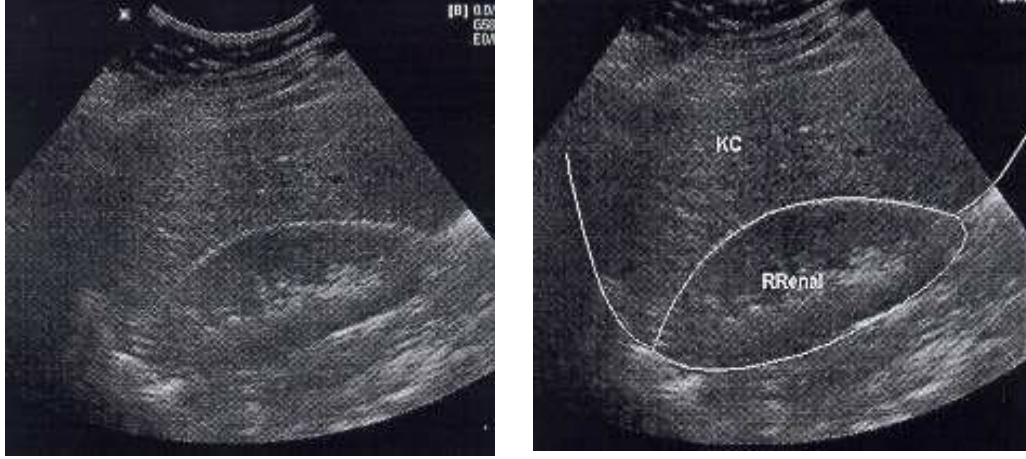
FAST (Focused Abdominal Sonography for Trauma) muayenesinin standart sonografik görüntüsü³⁵
